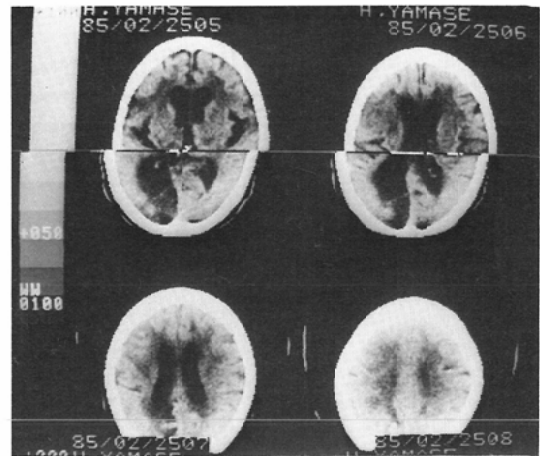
Multiple cerebral infarction, Plain-CT (transmission image)
